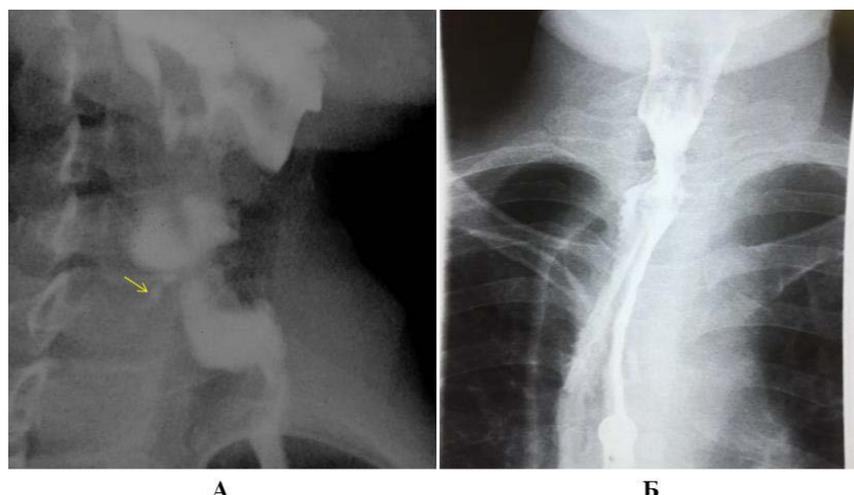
Пациентка Е. после операции: А – рентгенограмма микронесостоятельность эзофагогастроанастомоза; Б – состоятельный эзофагогастроанастомоз.
